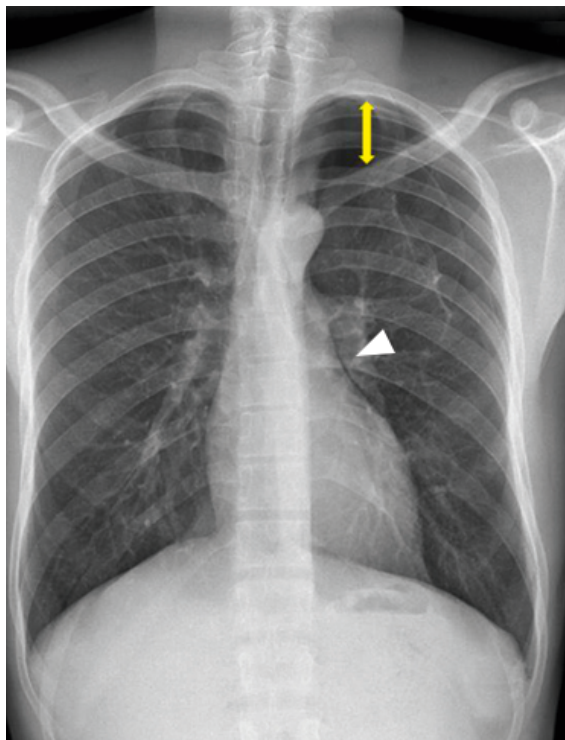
Thoraxröntgen eines 20-jährigen Mannes, der seit vier Jahren ein Paket Zigaretten pro Tag raucht, mit primärem Spontanpneumothorax links (gelber Doppelpfeil). Die linksseitige kraniale Herzkontur erscheint wegen der Luft im Pleuraspalt (weisse Pfeilspitze) scharf gezeichnet.
